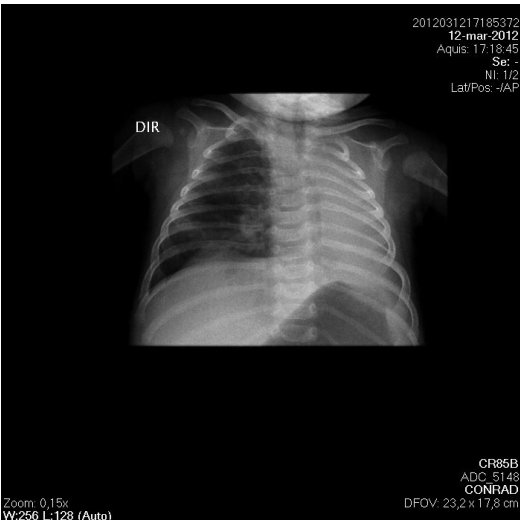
Radiografia de tórax revelando ausência do pulmão esquerdo.
